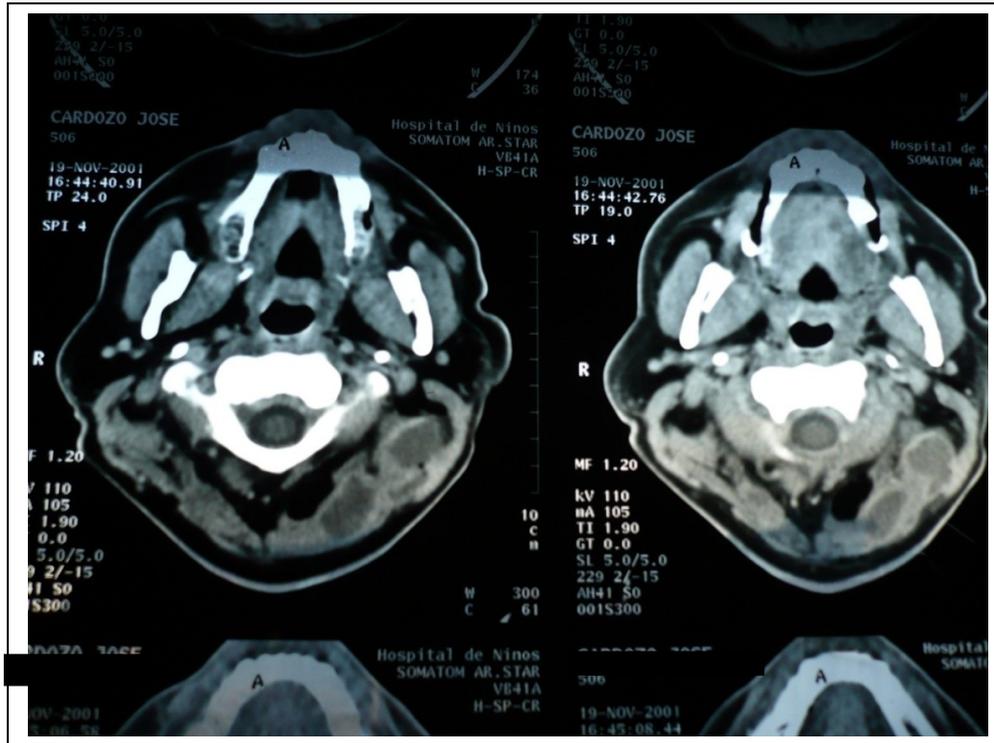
Colecciones purulentas en músculos retromastoideos y fascia con necrosis por *Actinomyces spp*; visualizadas en TAC.
